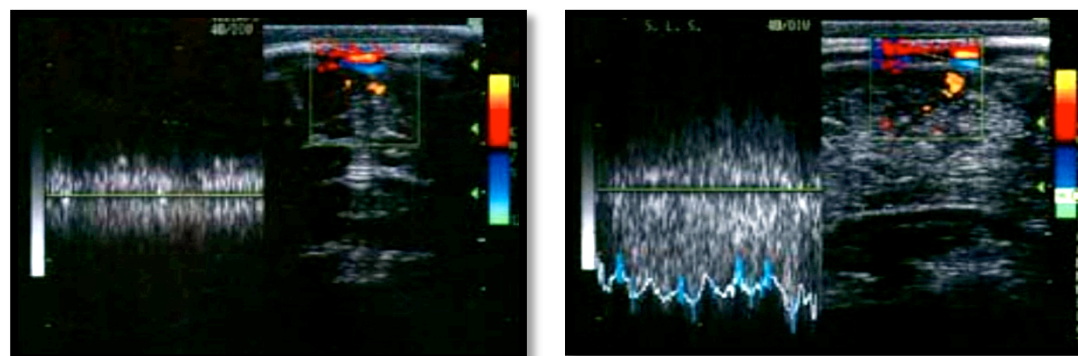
Exploración con ecografía Doppler de los senos venosos. El seno sagital puede ser visualizado tanto en proyección coronal (foto de la derecha) como en proyecciones tangenciales (izquierda). Las mediciones de velocidad de flujo generalmente no son válidas por ser obtenidas con un ángulo de insonación elevado.
